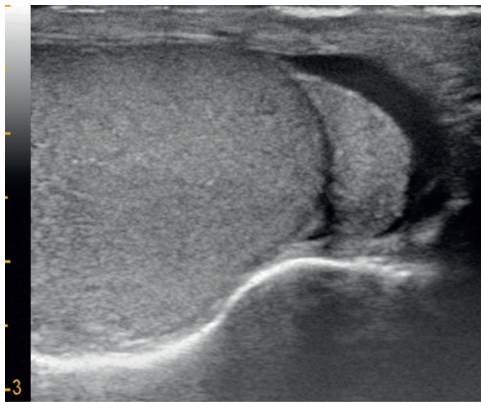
Échographie. Coupe longitudinale, aspect normal : testicule et tête de l'épididyme. Les veines apparaissent de faible diamètre, inférieur à 3 mm. Il n'y a pas de reflux lors de la manœuvre de Valsalva.
